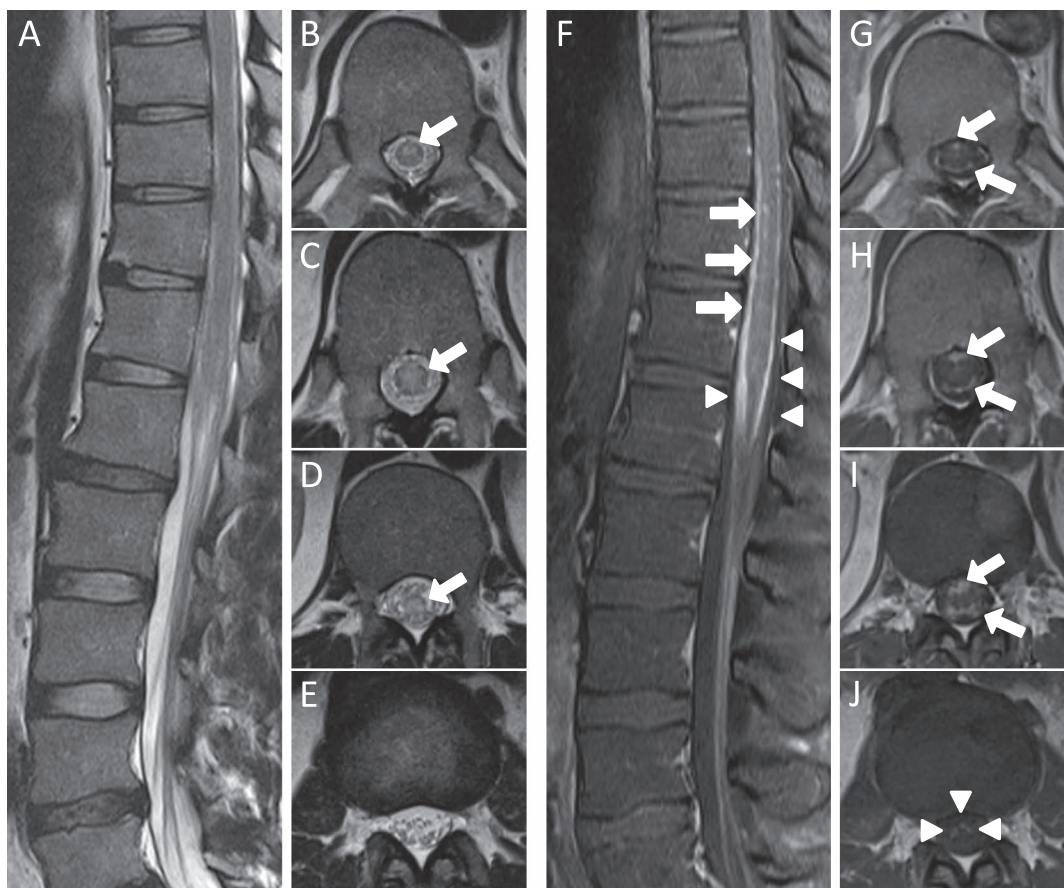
Magnetic resonance images of the spinal cord at admission.
